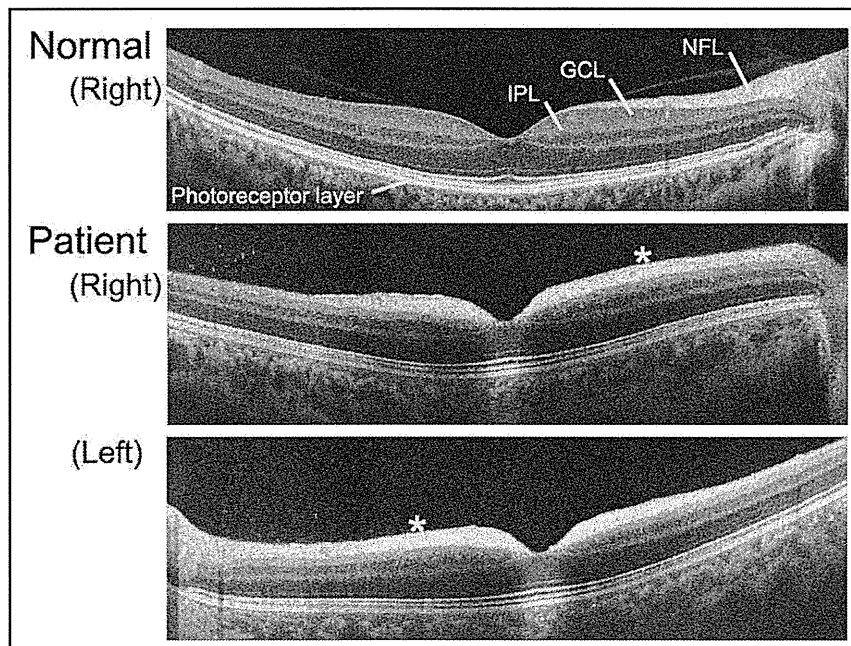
Optical coherence tomography (OCT) of a normal subject and a patient with galactosialidosis. The retinal ganglion cell layer (GCL) appears hyperreflective in the macula, and the boundary between the nerve fiber layer (NFL) and the GCL is unclear (asterisk). IPL = inner plexiform layer.
